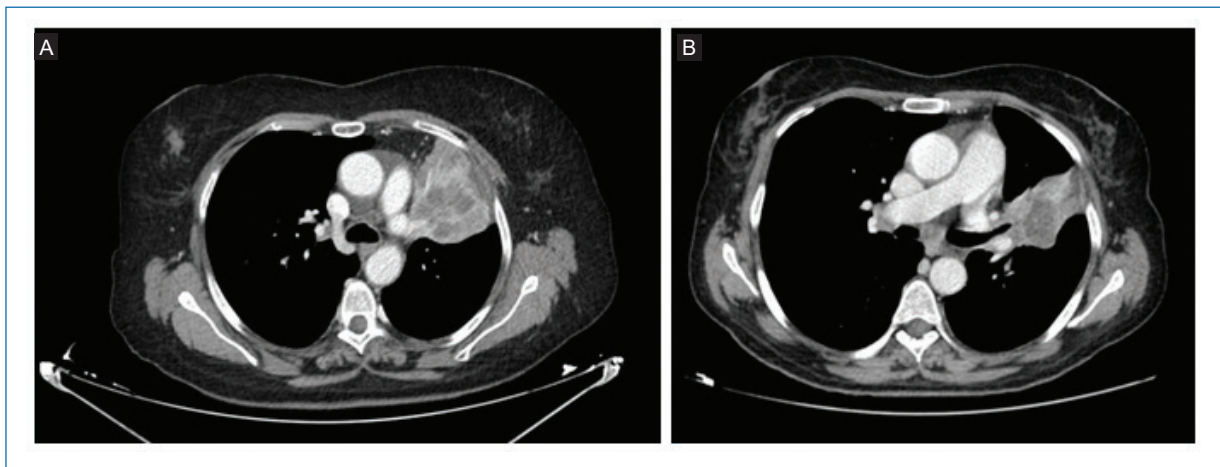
Tomografía computarizada corporal con progresión pulmonar (mayo de 2020) (A) y en respuesta parcial mantenida (enero de 2025) (B) (imágenes cedidas por la autora).
